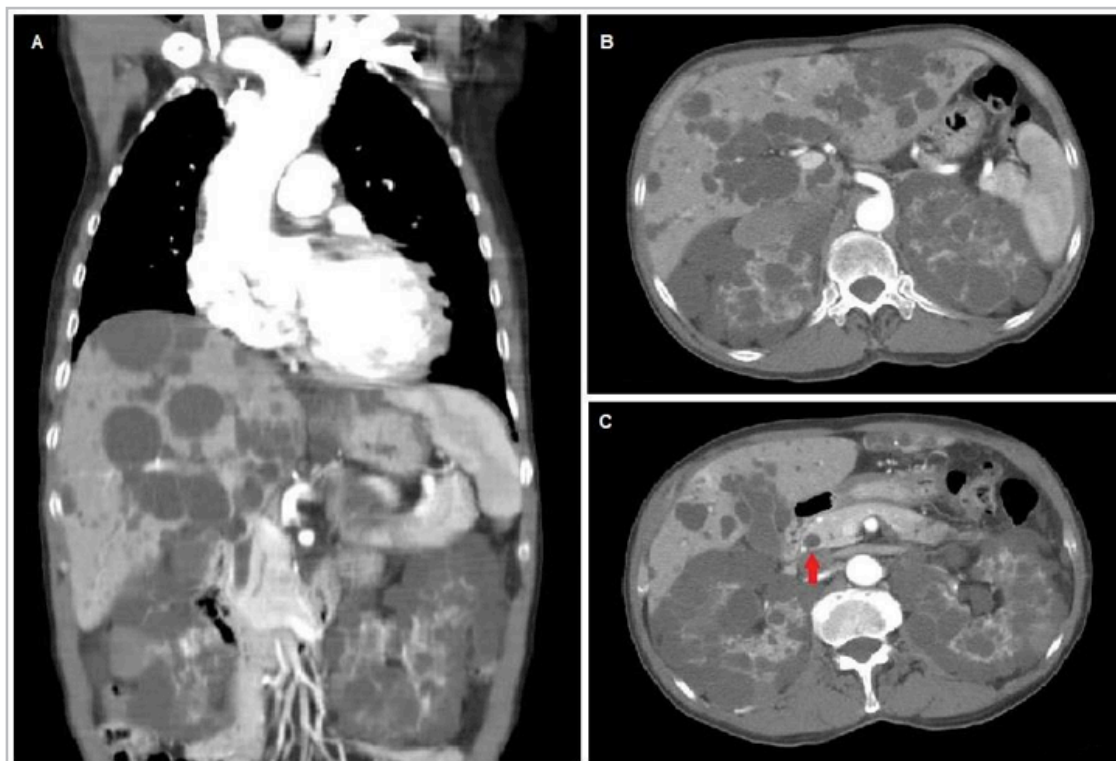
Tomografía simple y contrastada de abdomen. A. Corte coronal que muestra dilatación de raíz aórtica y aorta ascendente, quistes en hígado y riñones. B. Corte transversal que muestra múltiples lesiones quísticas en parénquima hepático y de ambos riñones. C. Corte transversal que muestra quiste en cabeza de páncreas señalado por flecha roja y múltiples lesiones quísticas en parénquima hepático y renal.
